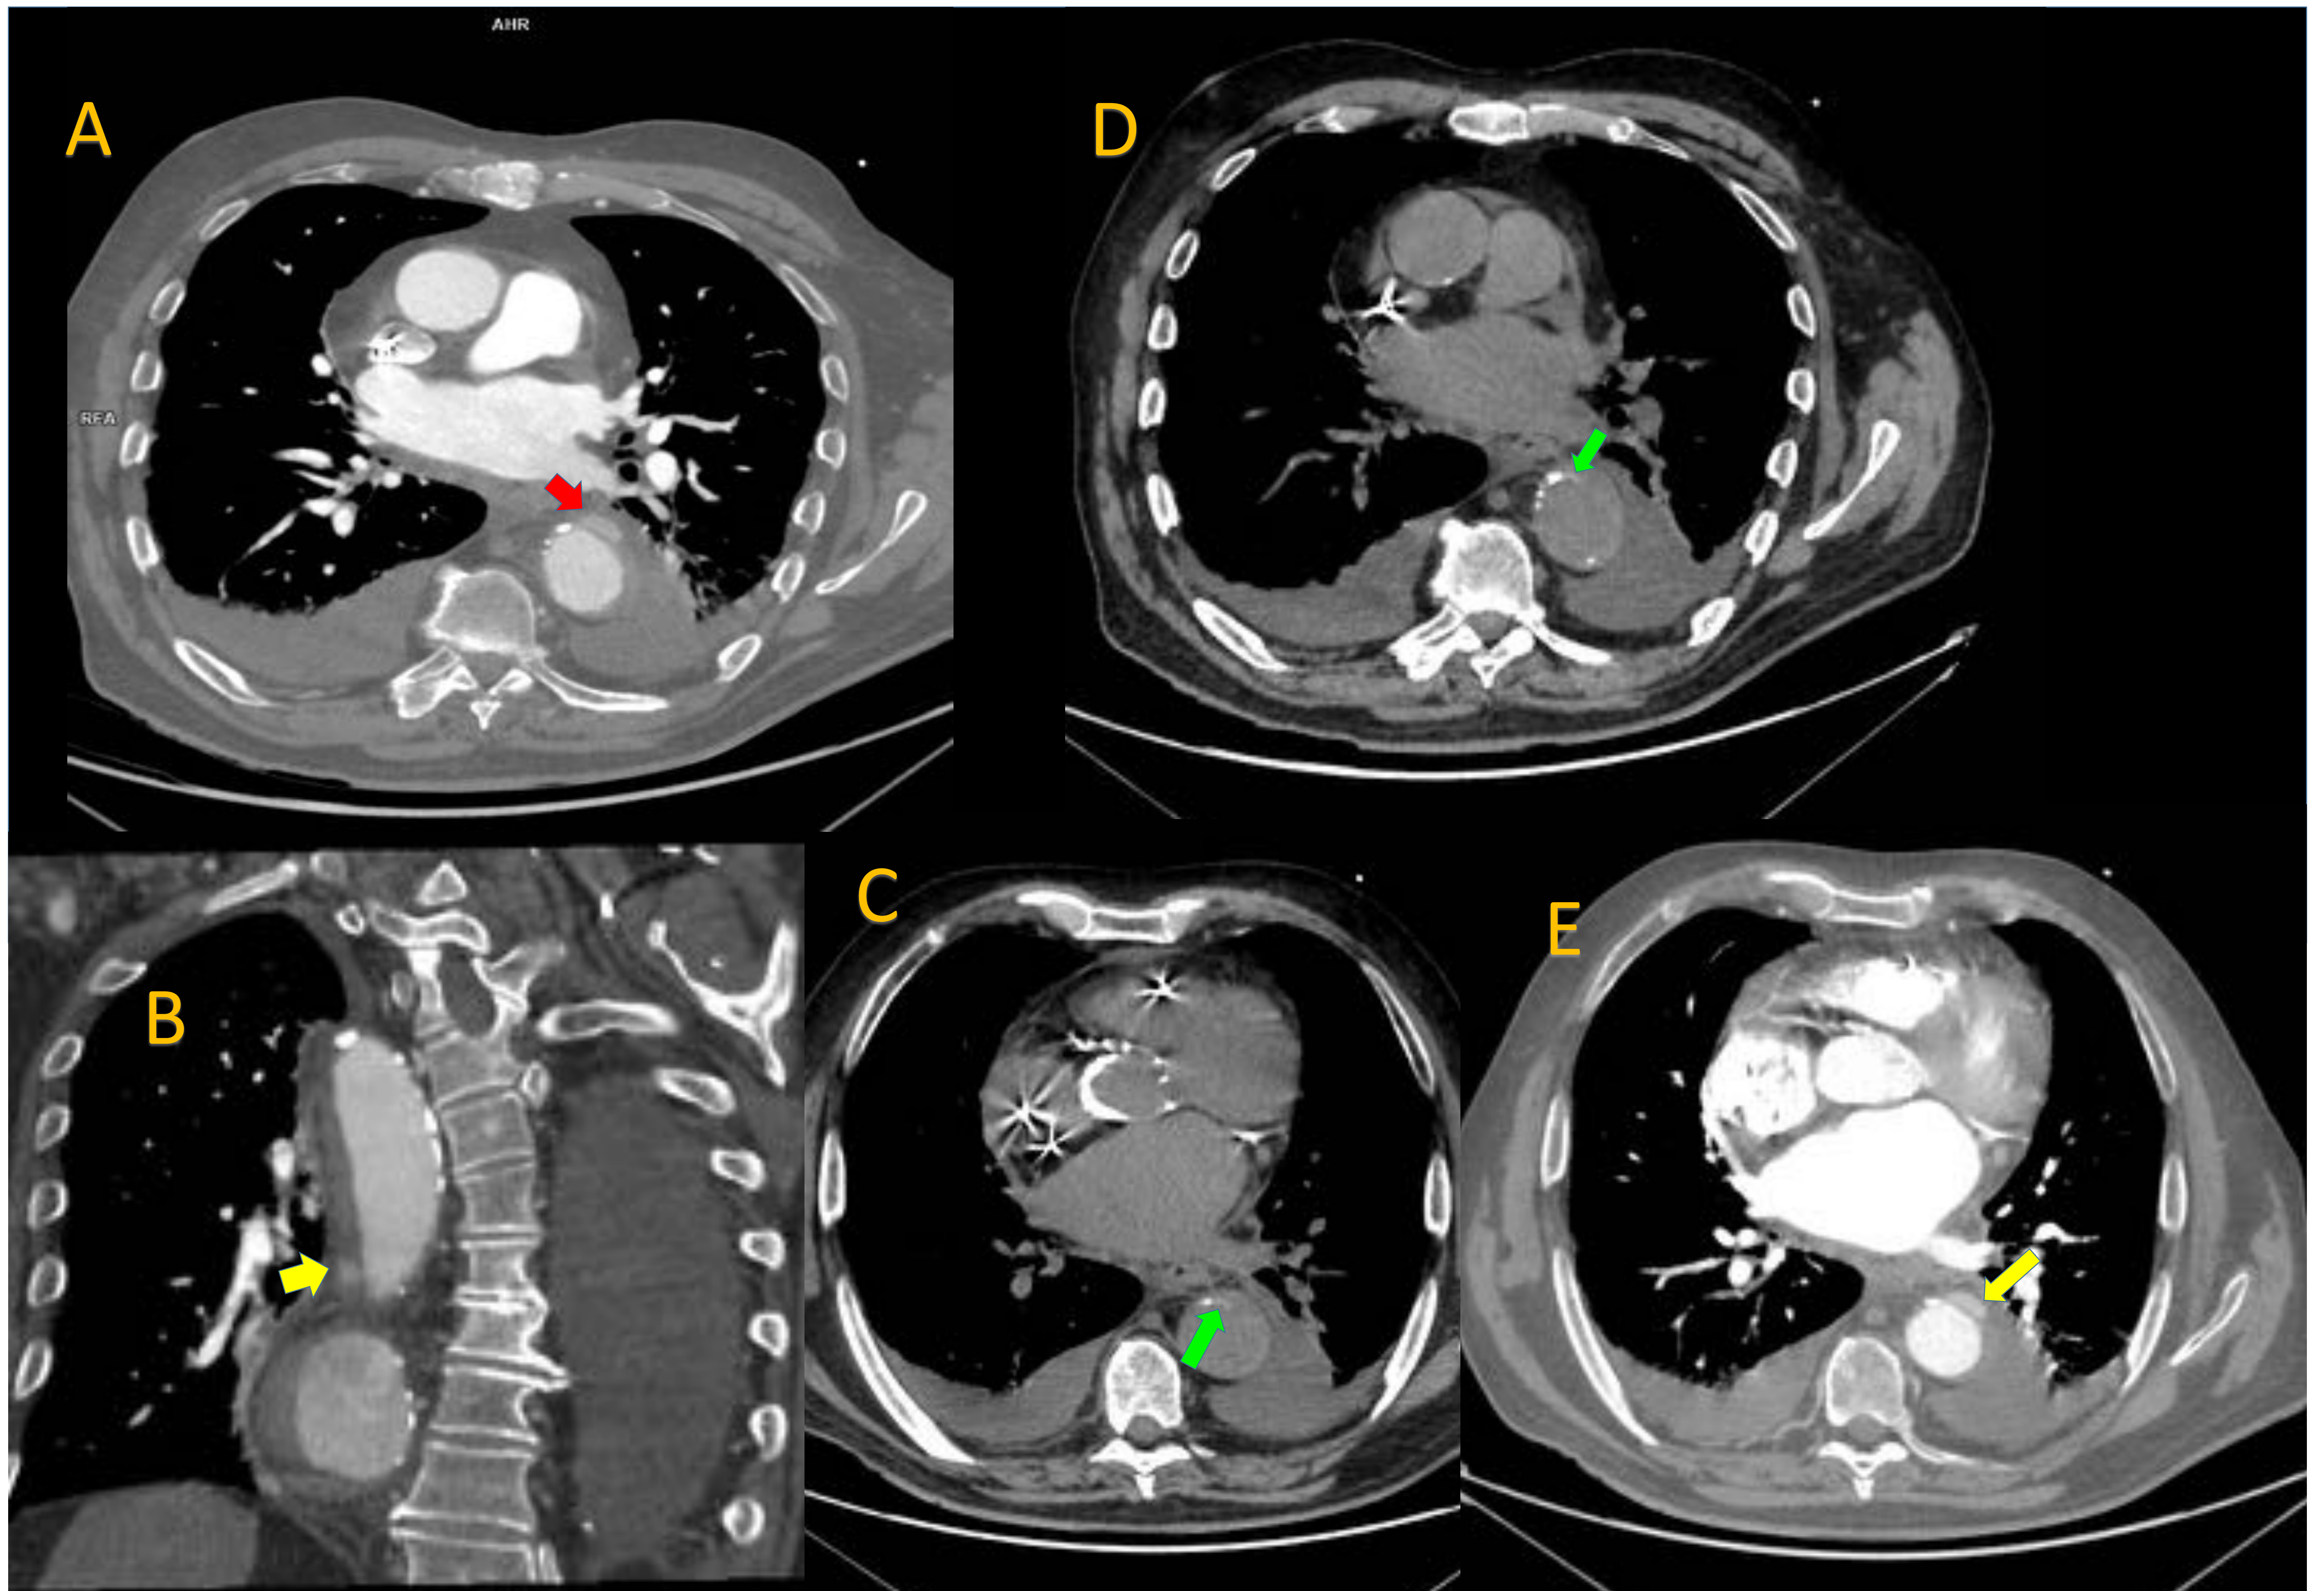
TC tórax, abdomen y pelvis sin contraste. Cortes axiales (C y D). TC tórax, abdomen y pelvis con contraste en fase arterial. Cortes axiales (A y E) y oblicuo (B) de una úlcera aterosclerótica penetrante.
